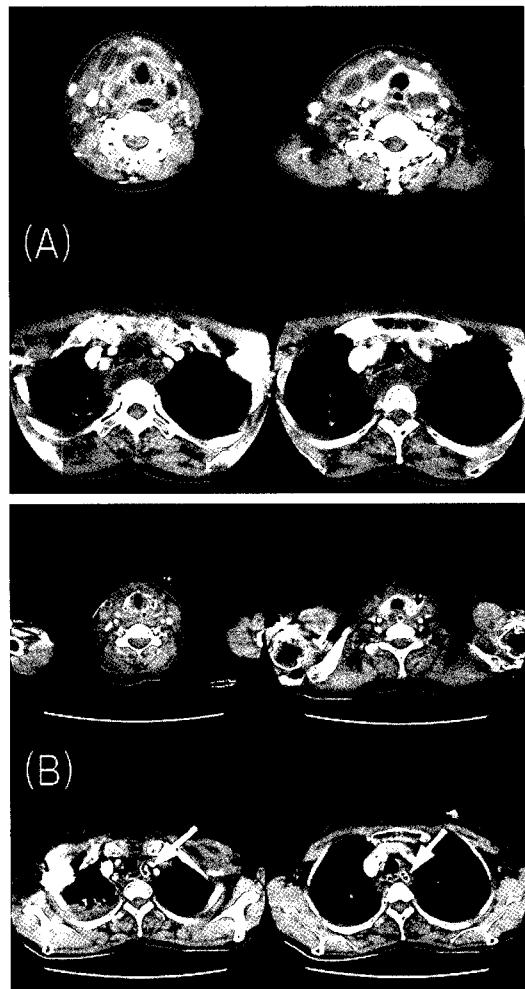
case 3. (A) Axial enhanced CT scan shows multiple abscess with air in multiple neck space and upper mediastinal space
